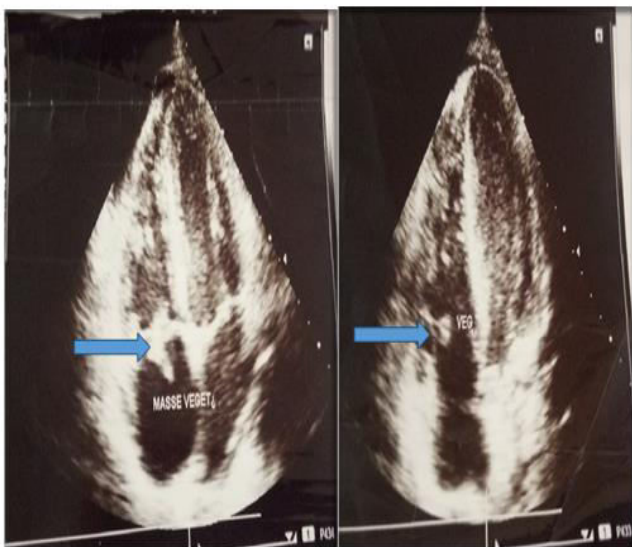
Echocardiographie Doppler transthoracique : Masse appendue au versant auriculaire de la valve latérale tricuspédienne
